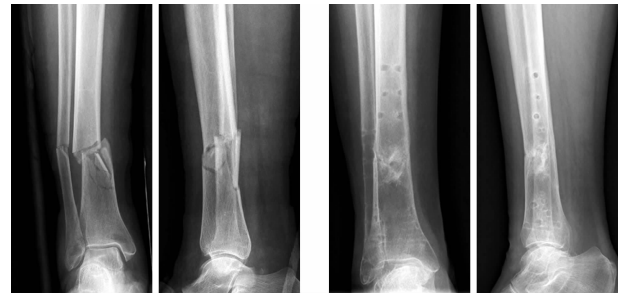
病例1术前X片见胫腓骨粉碎性骨折 图2 病例1术后2年拆除内固定物后见骨缺损愈合良好
